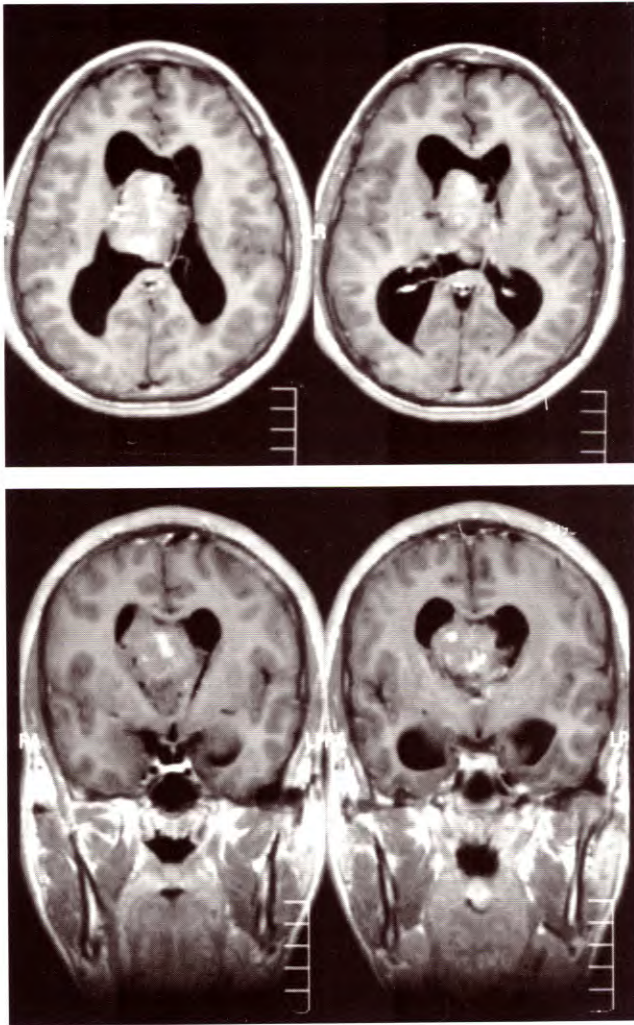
IRM ponderada en T1 que muestra una imagen tumoral intraventricular.
